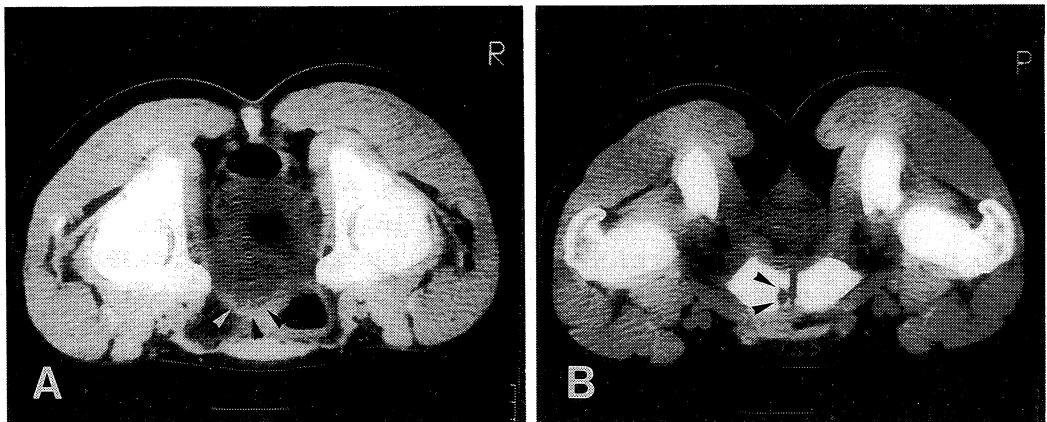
CT scan of the pelvis before treatment. A: A slightly enhanced tumor mass (arrow heads) is noted at the anterior wall of the urinary bladder. B: Note an osteolytic change (arrow heads) of the left pubic bone.
